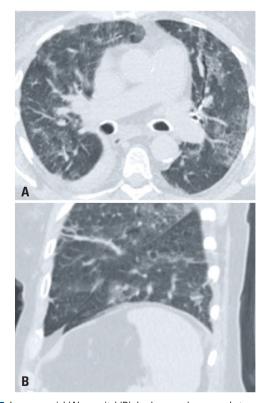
Imagens axial (A) e sagital (B) das bases pulmonares da tomografia computadorizada de abdome mostram opacidades em vidro fosco com espessamento septal e reticulação fina, achados pulmonares típicos da COVID-19
